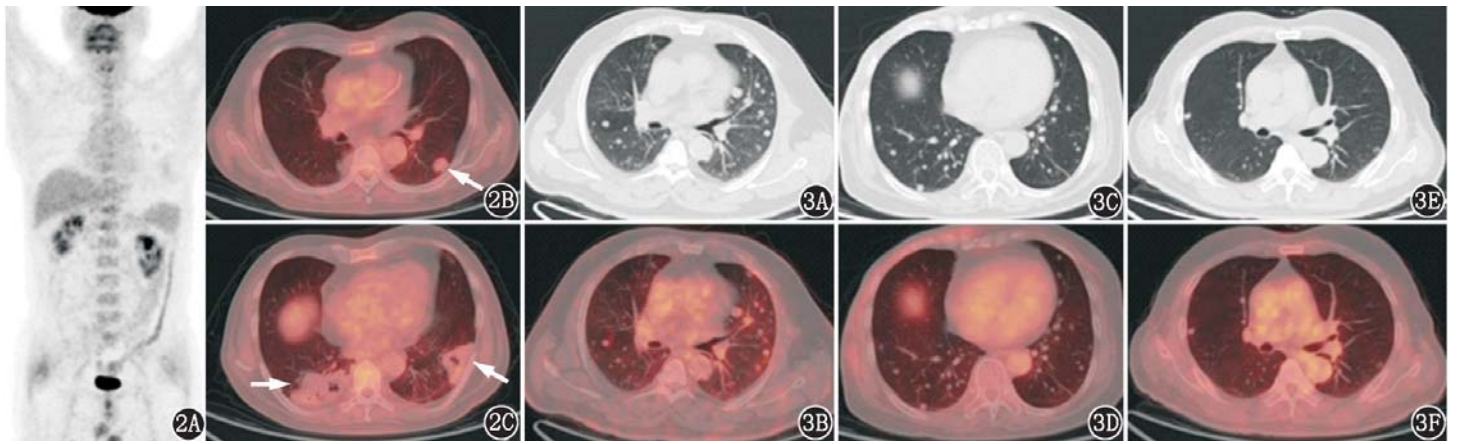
肺黏液腺癌伴双肺多发转移患者(男,62岁)<sup>18</sup>F-脱氧葡萄糖(FDG)PET/CT显像图。2A. PET最大密度投影图可见左肺下叶代谢轻度增高的病灶;2B~2C.横断层PET/CT图像可见双肺多发代谢轻度增高的斑片、结节影(2B,2C,箭头示),边界不清,部分伴空洞形成
